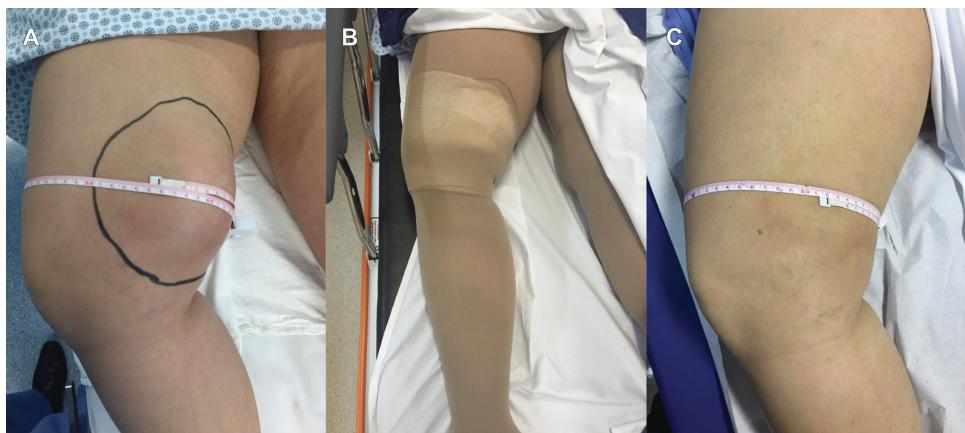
Imagens do Caso 1: linfocele pós-trauma. Aumento de volume e dor local em coxa medial direita após trauma direto (A). Uso de meia elástica e compressão local (compressa cirúrgica e micropore) após punção de alívio associada à realização de escleroterapia com polidocanol (B). Em retorno, paciente assintomática e em uso de meia elástica, com eco-Doppler de controle evidenciando remissão completa da coleção líquida, sendo por sua vez suspenso o uso da meia elástica (C).
